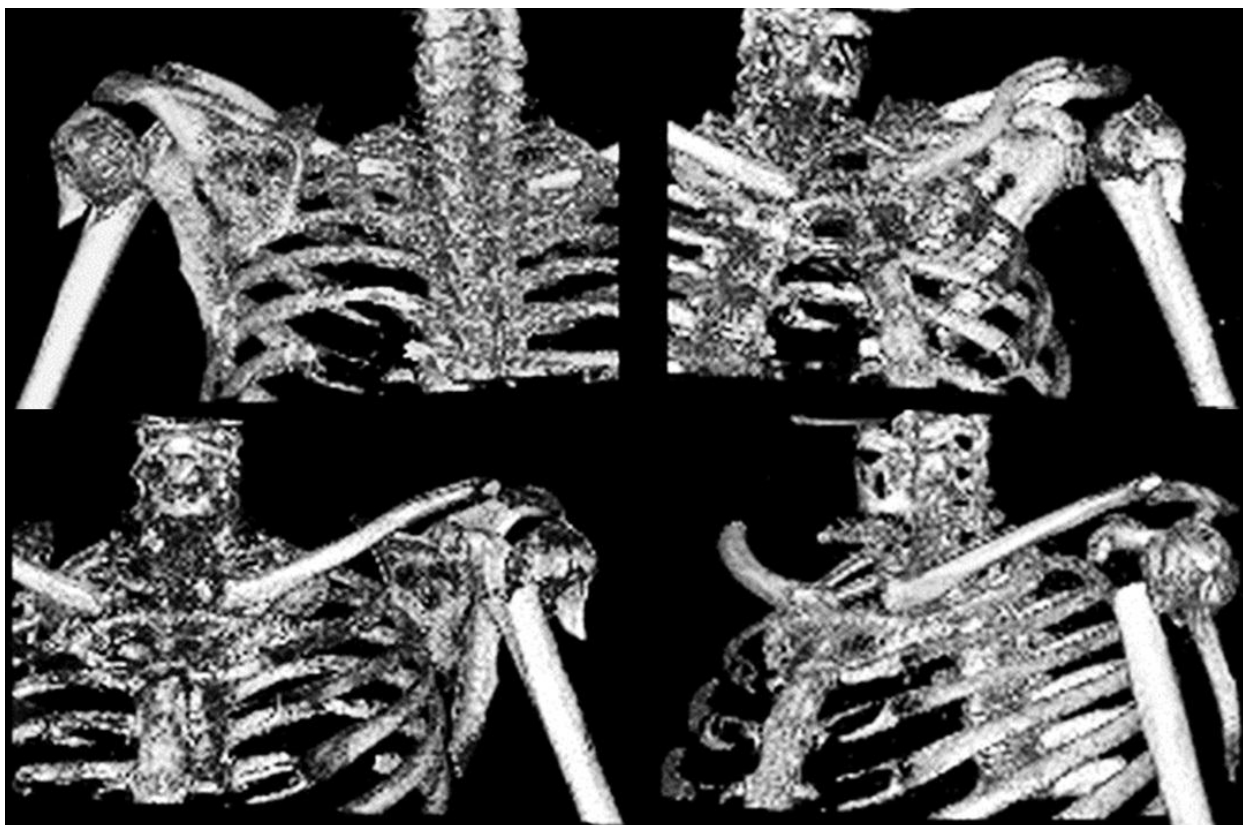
Reconstrucții tridimensionale ale tomografiei computerizate: evidențierea fragmentelor fracturate și deplasarea acestora în raport cu diafiza
